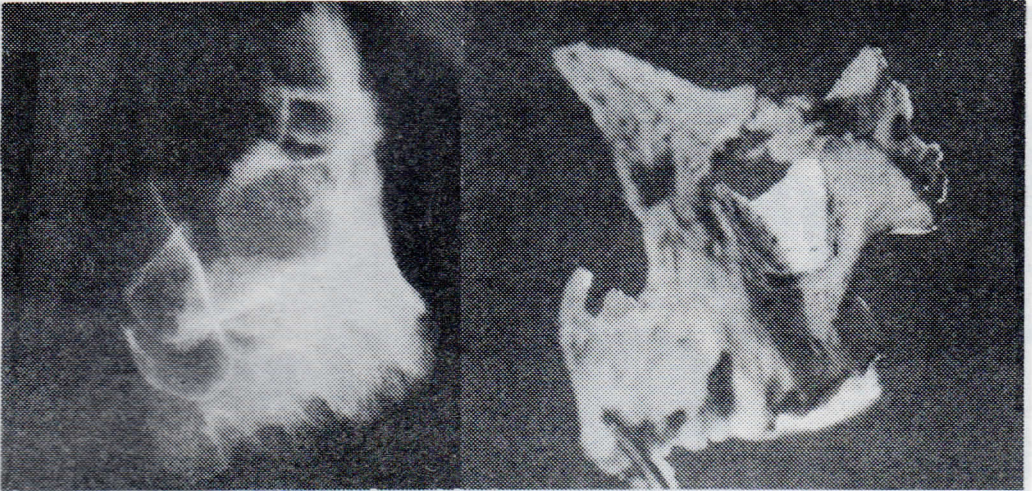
Divertículo póstero-inferior² o tuberosal. Der. Hueso seco. Izq. Radiografía del hueso.
